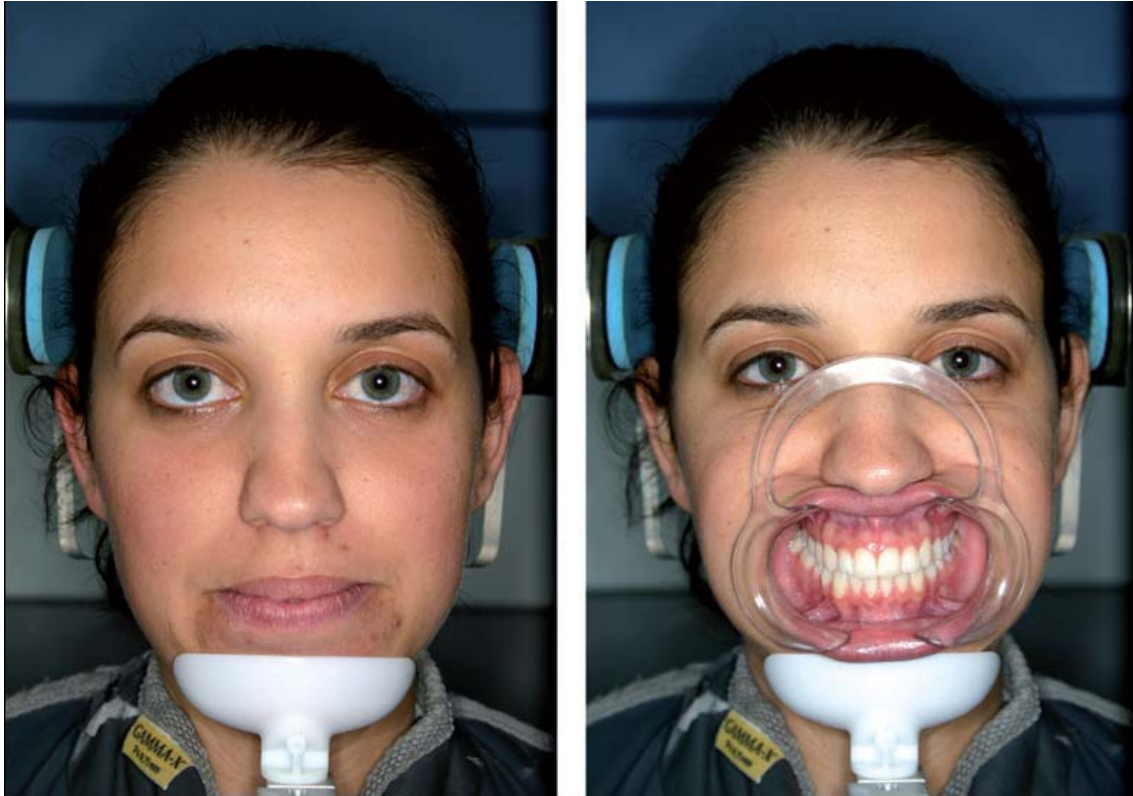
Paciente posicionado para uma aquisição usual no tomógrafo (CBCT) B, O mesmo paciente, posicionado para a segunda aquisição CBCT usando o afastador de lábio de plástico em uma posição invertida para evitar bater o estabilizador de mento – técnica para tecidos moles – (ST-CBCT).
